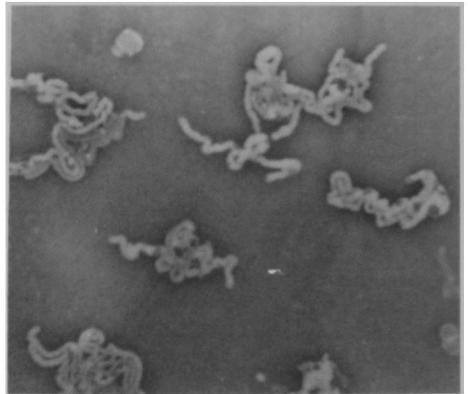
TK-447 strain, CTRX 0.006 $\mu\text{g/ml}$, 6 hr
